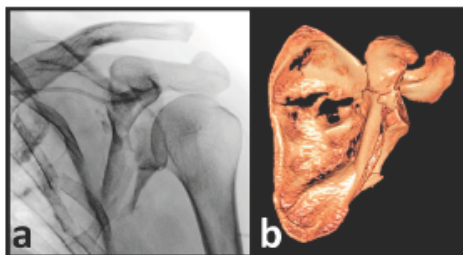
A complex intraarticular fracture of the scapula associated with AC dislocation (Radiograph a) and 3D CT reconstruction b).
